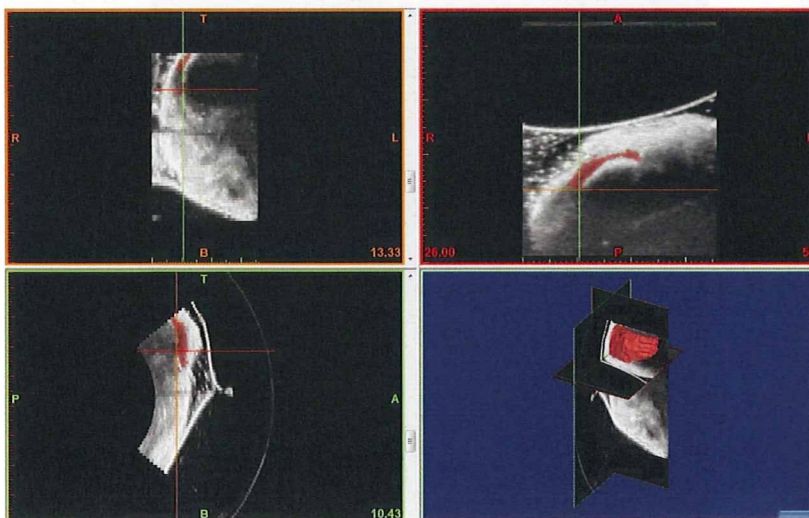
超音波画像 DICOM 画像処理ソフトを用いた軟骨領域抽出 (右下) 超音波画像より作成した3次元表面形状モデル
